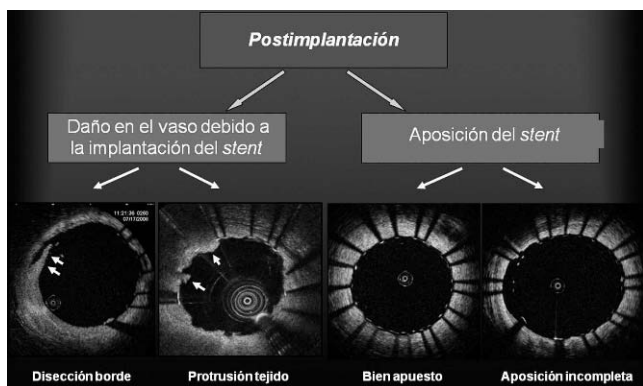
Tomografía por coherencia óptica para evaluación de *stents*.
